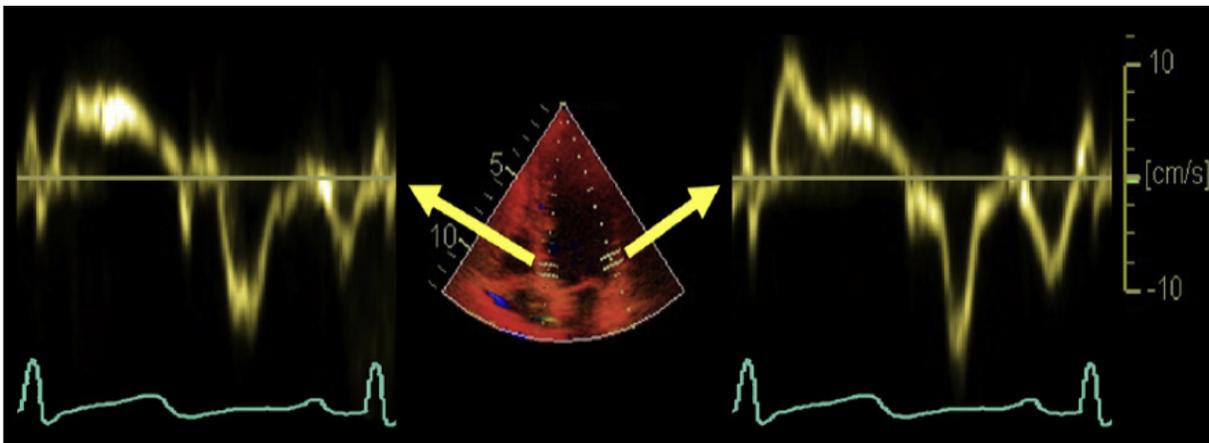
Doppler tisular del anillo mitral a nivel septal y lateral.
